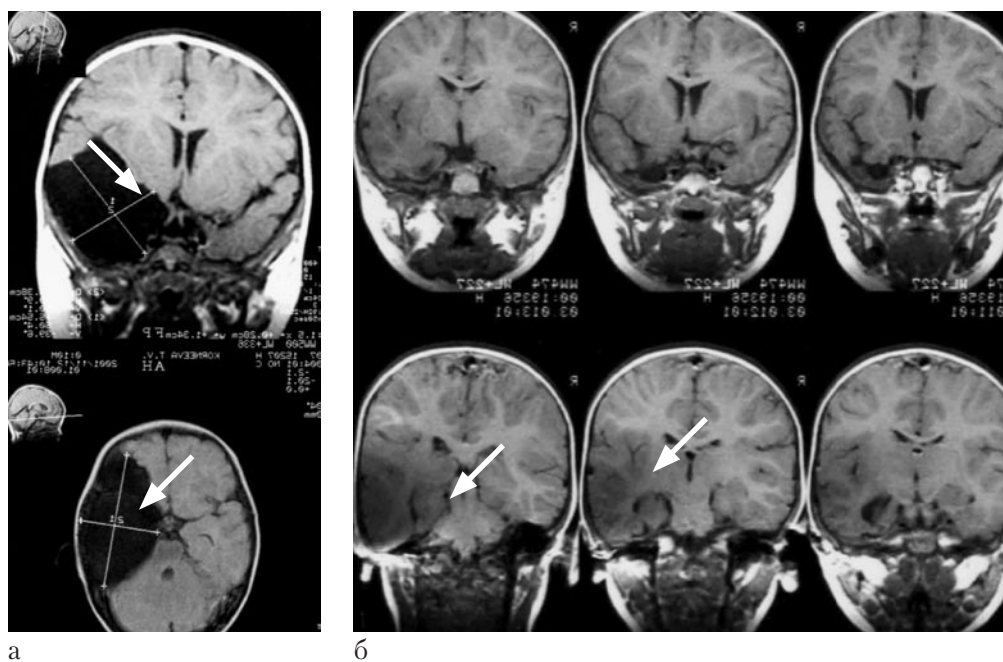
МРТ больного А., 11 лет, до операции (а) и через 12 мес после кистоцистернотомии (стрелками указаны положение кисты и послеоперационные изменения в структурах полушария мозга).
